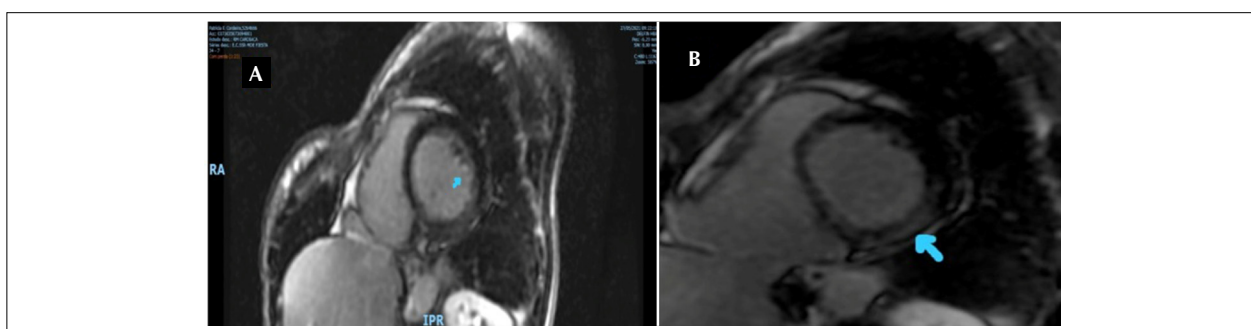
Ressonância magnética cardíaca realizada em paciente com disjunção do anel mitral. (A) Realce tardio em músculo papilar anterolateral, revelando fibrose. (B) Realce tardio revelando fibrose da parede inferolateral.
